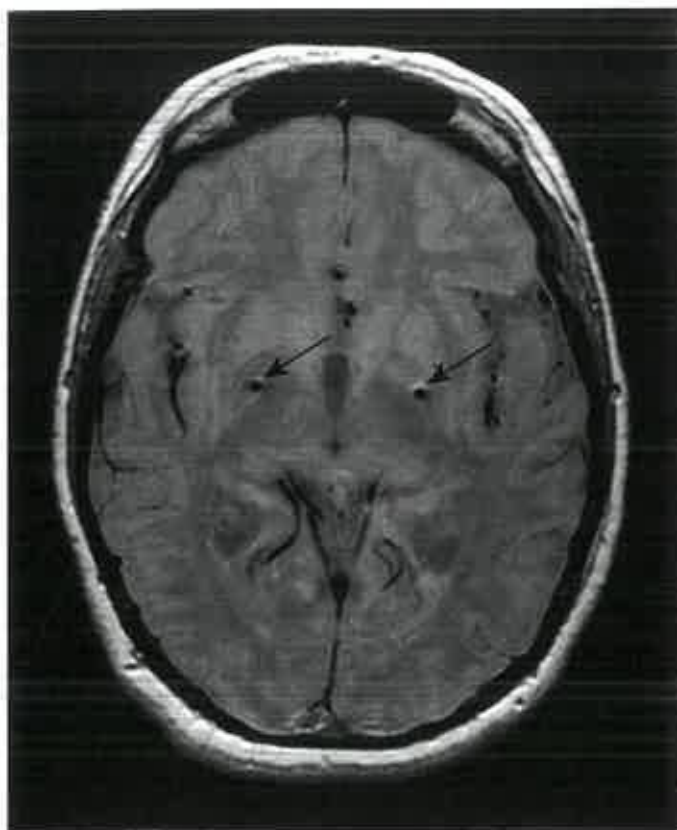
Immagine RM che mostra il posizionamento bilaterale degli elettrodi di stimolazione cerebrale profonda (frecce) nel globo pallido di un paziente parkinsoniano. (Per gentile concessione di L. Zrinzo e del Prof. M. Hariz, National Hospital of Neurology and Neurosurgery, London, UK.)
